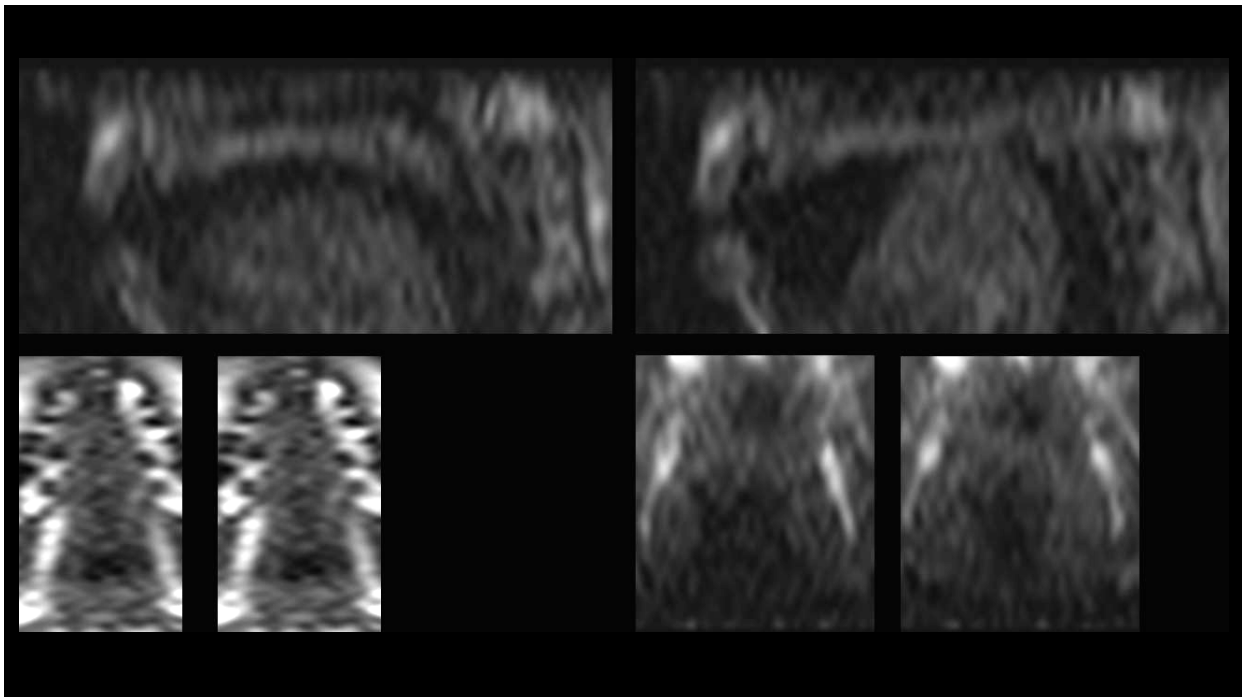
Abweichungen Anlagestrecke des Velums an der RHW MRT-Video
